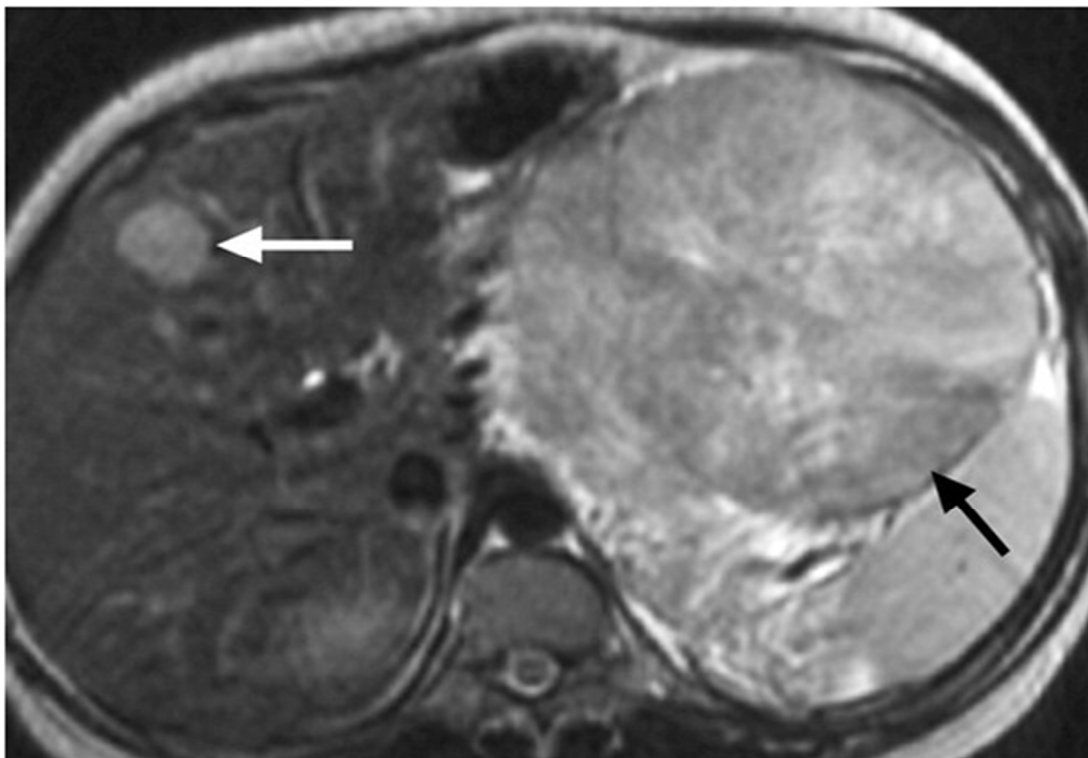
Carcinome surr nalien chez une fillette de 11 ans atteinte du syndrome de Cushing avec signes de virilisation. L'image IRM pond r e en T2 par  cho de spin montre un grand carcinome corticosurr nalien gauche (fl che noire) et une m tastase h patique (fl che blanche) [237].
